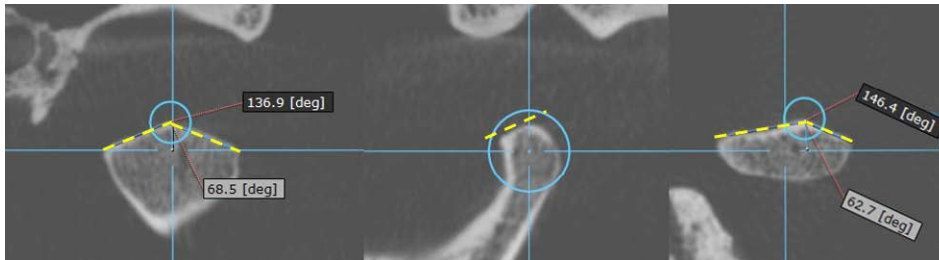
Fisiologica superficie articolare del condilo, sviluppata su due distinte faccette funzionali: a sinistra sezione coronale; al centro sezione sagittale; a destra sezione orizzontale. TC cone beam di reperto del Museo di Antropologia dell'Università di Firenze.
